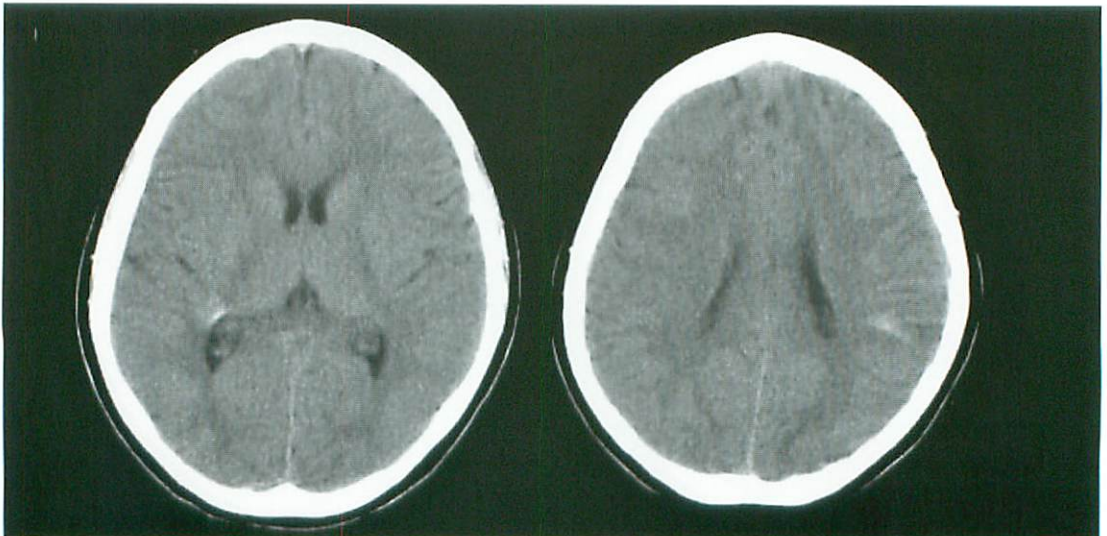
Plain CT scan 5 months after onset shows calcification both in the right collateral trigone and the left temporal lobe.
